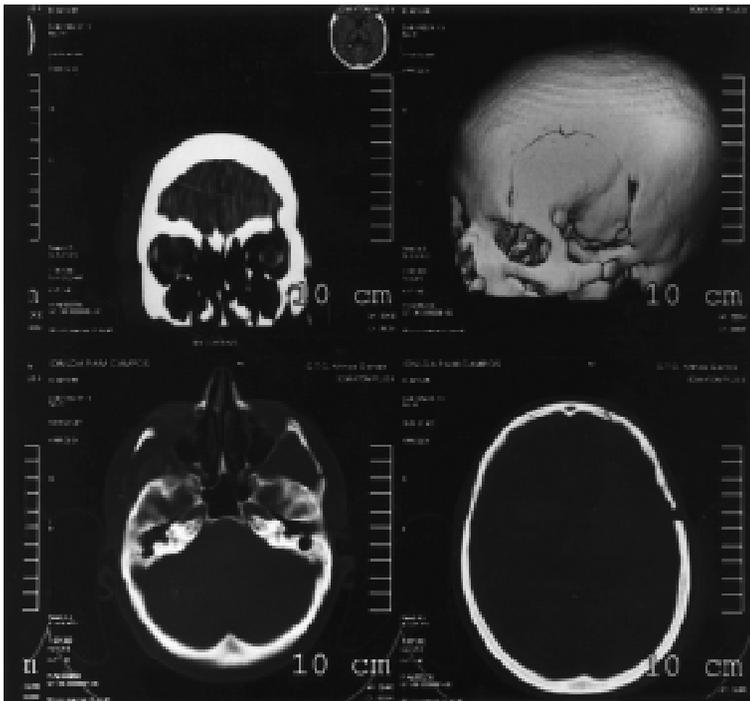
(Caso 7). Tomografia computadorizada em janela óssea e em reconstruções multiplanar e tridimensional.
